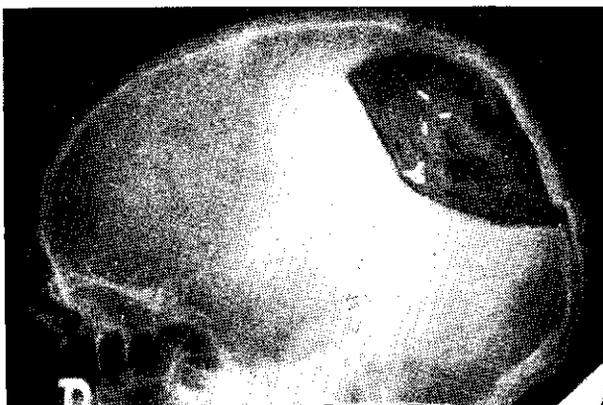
Radiografía simple lateral después de la segunda operación.
